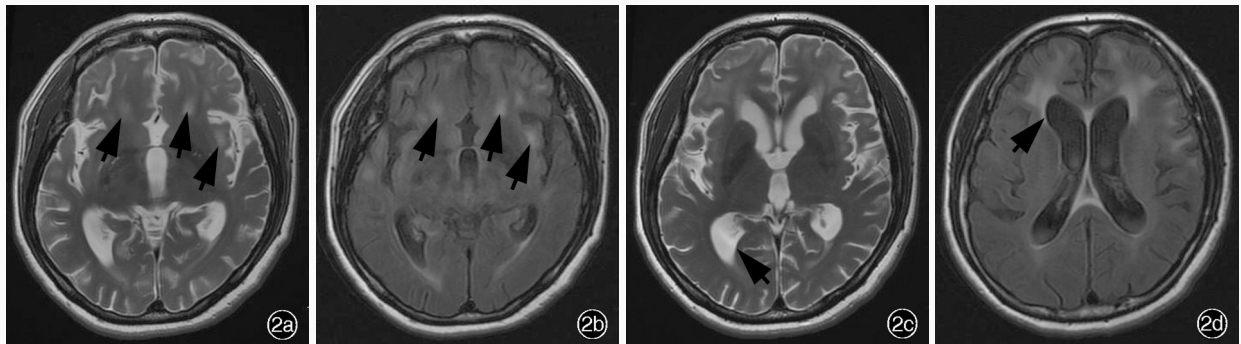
误诊为阿尔茨海默病的晚期神经梅毒患者头部 MRI 检查所见 2a 横断面 T<sub>2</sub>WI 显示, 双侧额颞岛叶皮质和皮质下异常高信号(箭头所示) 2b 横断面 FLAIR 成像显示, 双侧额颞岛叶异常高信号(箭头所示) 2c 横断面 T<sub>2</sub>WI 显示, 脑室系统扩大, 脑沟增宽(箭头所示) 2d 横断面 FLAIR 成像显示, 脑室系统扩大, 脑沟增宽(箭头所示)
